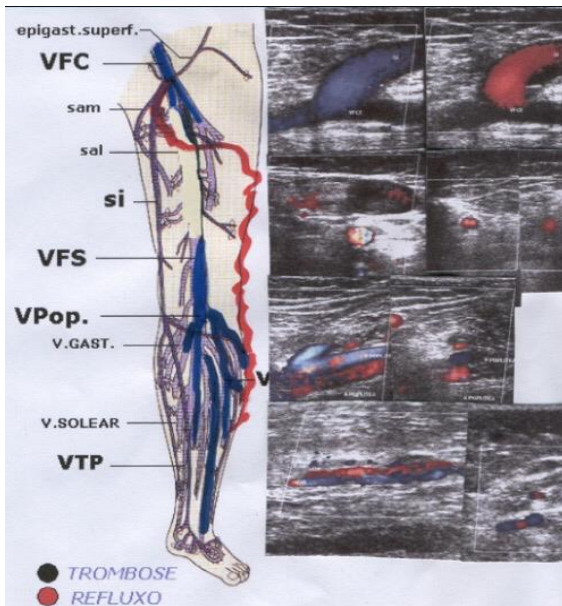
EcocolorDoppler venoso de 2003
